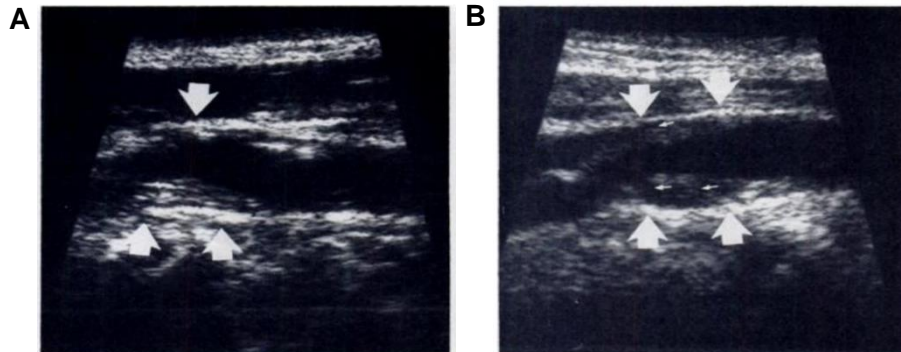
Classificação das placas carotídeas através da ultrassonografia, segundo Bluth et al. (A) placa homogênea, uniforme e sem evidência de áreas isoecogénicas. (B) placa heterogênea, com evidência de áreas isoecogénicas (setas finas) (41)
